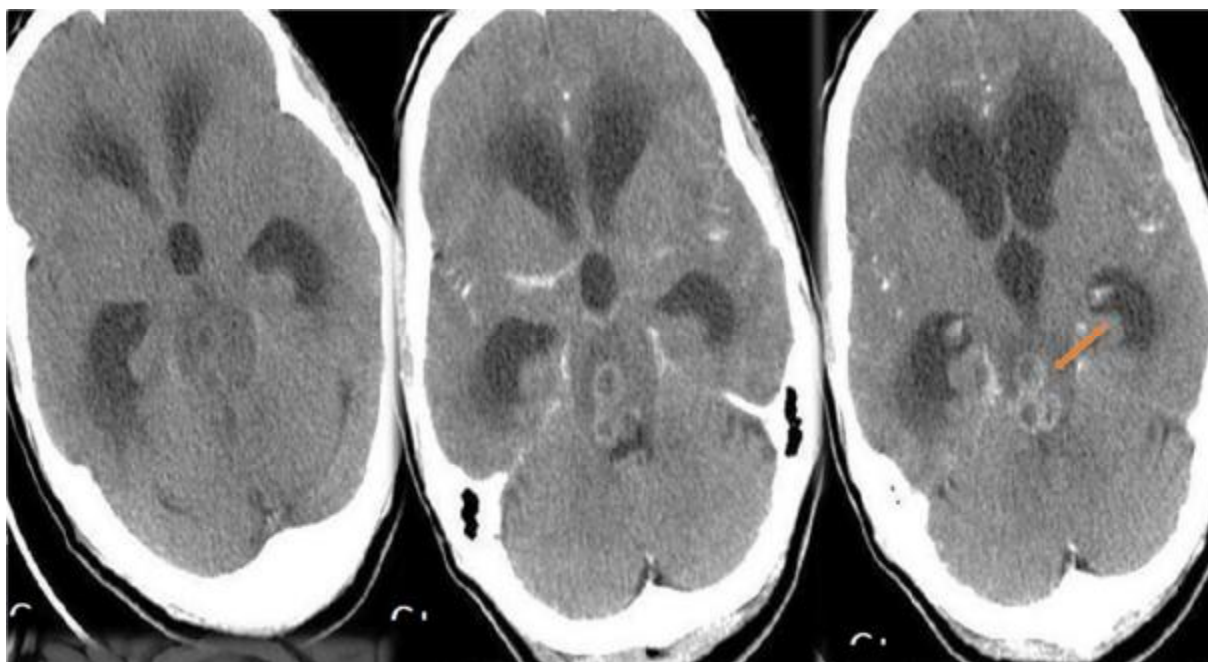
Patient de 42ans. Sd d'HTIC compliqué d'un état de mal épileptique TDM
